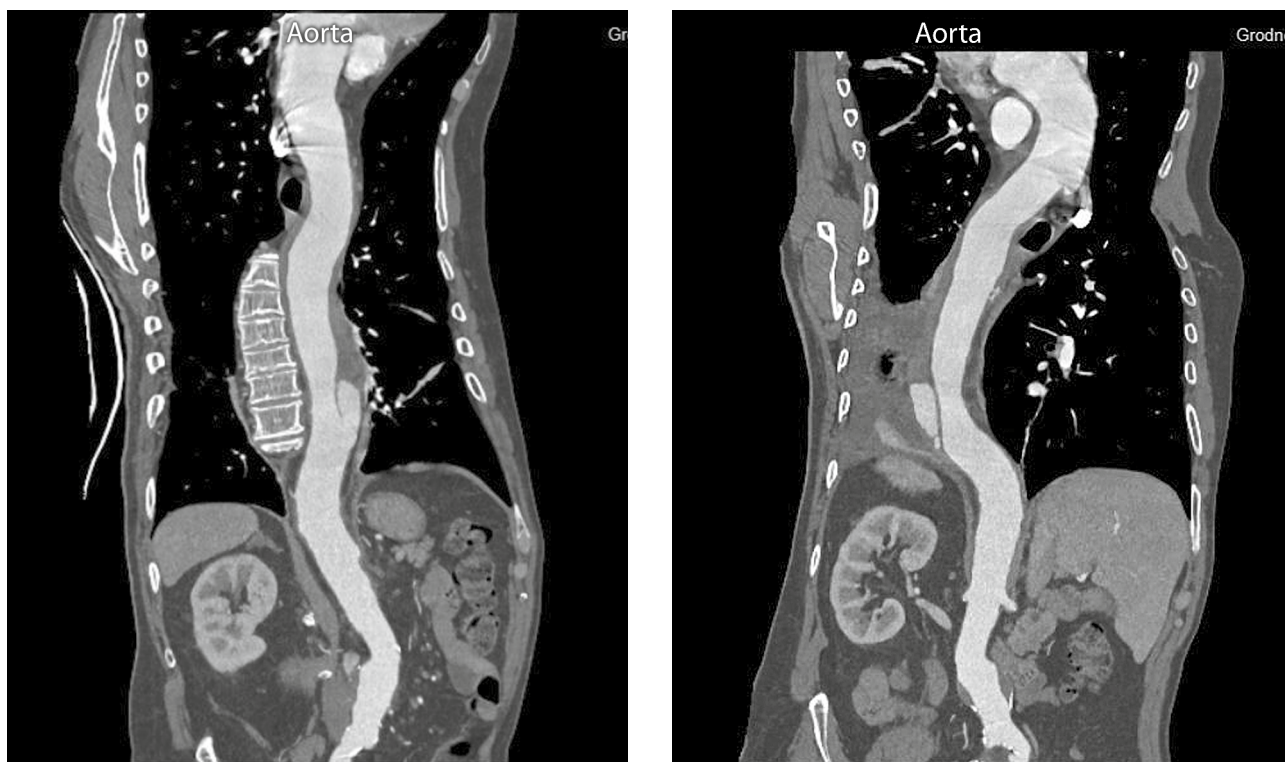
МСКТ аорты с контрастированием пациента В.
